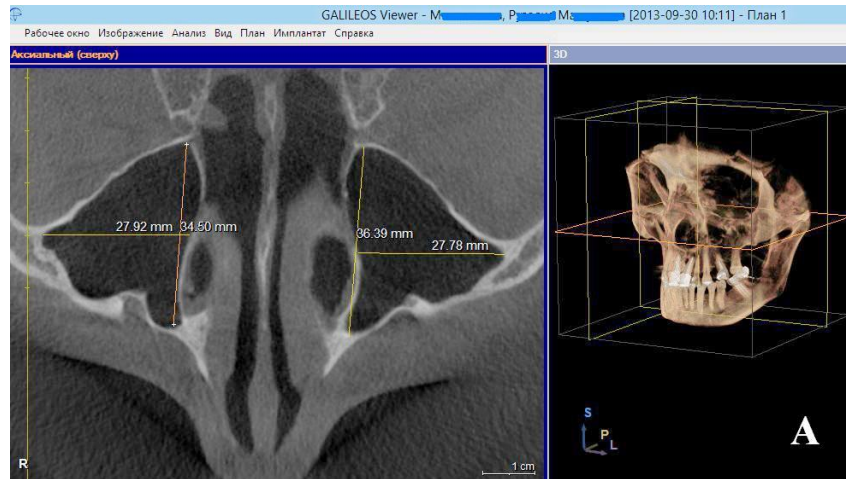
(А,Б). Параметры верхнечелюстных пазух и полости носа, определяемые по конусно-лучевой компьютерной томографии в горизонтальном сечении (аксиальный реформат). Перекрестие в окне «Панорама» сфокусировано на точке *ta*. Наибольшие ширина (*l*) и глубина (*p*) верхнечелюстной пазухи, *sinus maxillaris* (*sm*). Ширина полости носа, *cavum nasi*, у переднего края (*l_{cn1}*) и заднего края (*l_{cn2}*) верхнечелюстных пазух. Окно «MPR/Радиология».
